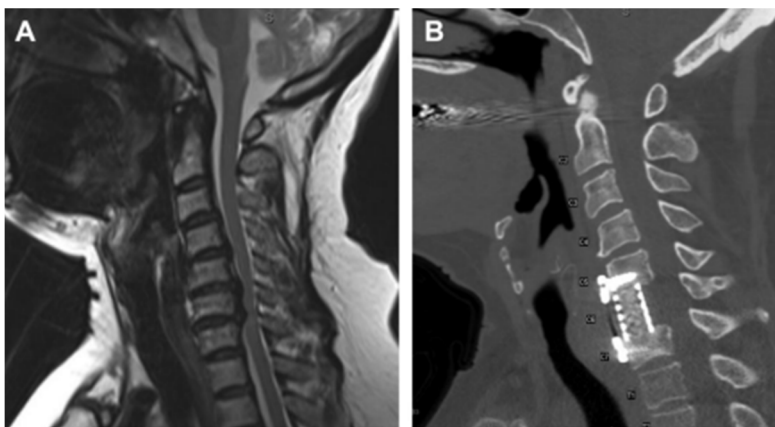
Hernia cervical y corporectomía anterior. (A) RM sagital ponderada en T2 preoperatoria donde se observa compresión medular en C5 – C6 y C6 – C7. (B) TC sagital postoperatoria de una corporectomía anterior de C6 y colocación de jaula con placa cervical anterior y fijación. (61)
